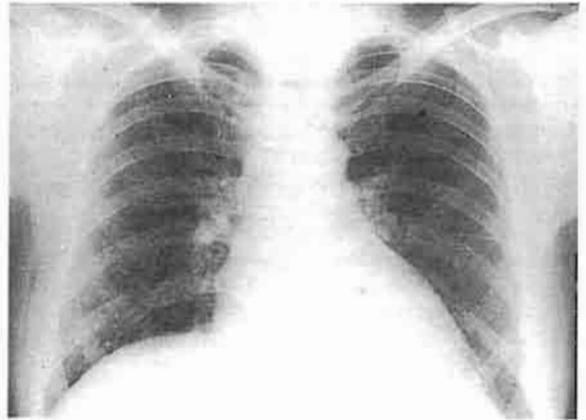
Radiografía de una comunicación interventricular moderada. Crecimiento discreto del ventrículo izquierdo, arco pulmonar algo prominente, circulación pulmonar moderadamente aumentada. Todo poco expresivo.
